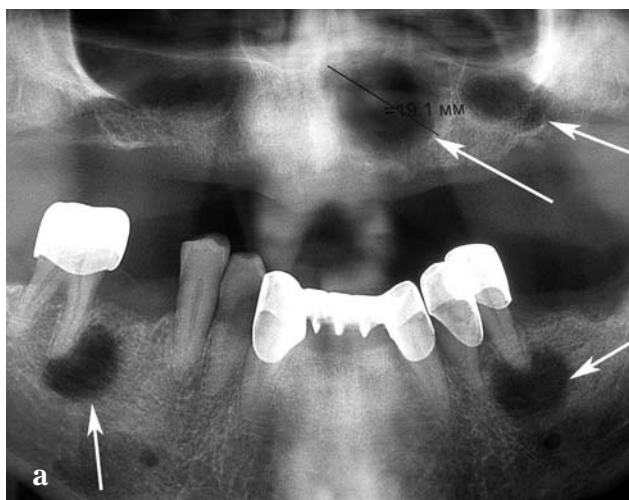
Рентгенограммы больных с одиночной кистой челюсти (а) и множественными кистами (б, в), которые указаны стрелками.
